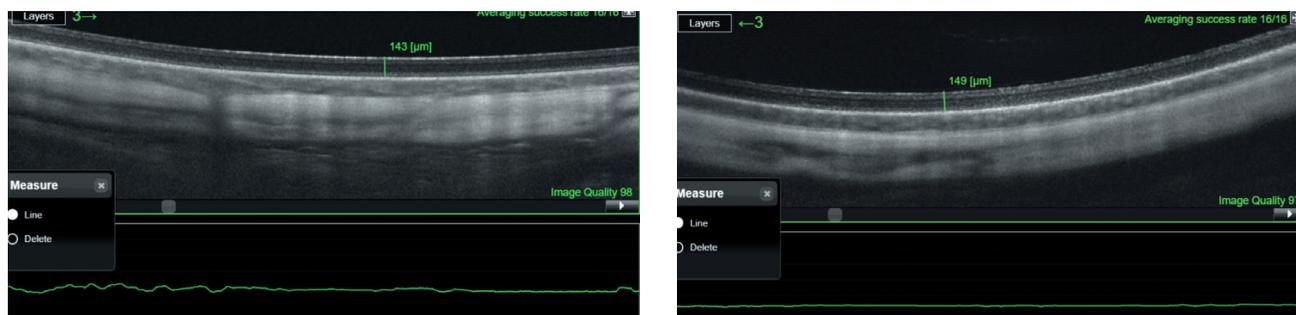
Оптическая когерентная томография заднего отрезка глаза кролика: а — после интравитреального курсового введения 100 нг эпидермального фактора роста. Толщина сетчатки без изменений; б — интактный глаз
